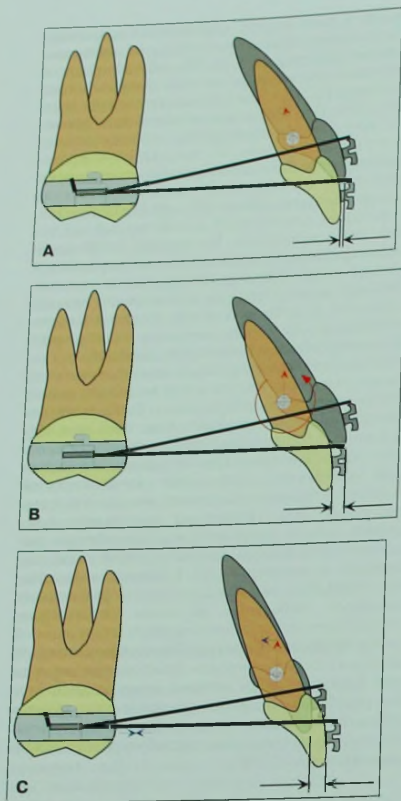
Эффект загибания концов интрузионной дуги на перемещение зубов. А. Происходит фиксация длины интрузионной дуги, что ограничивает вестибулярный наклон резцов. В. Без указанного эффекта дуга может легко смещаться кпереди вместе с резцами, вызывая их вестибулярный наклон. С. Комбинация небольшой дистальной силы с интрузионной предотвращает вестибулярный наклон резцов и изменяет направление вектора результирующей силы, обеспечивая одновременную интрузию и ретракцию резцов.
